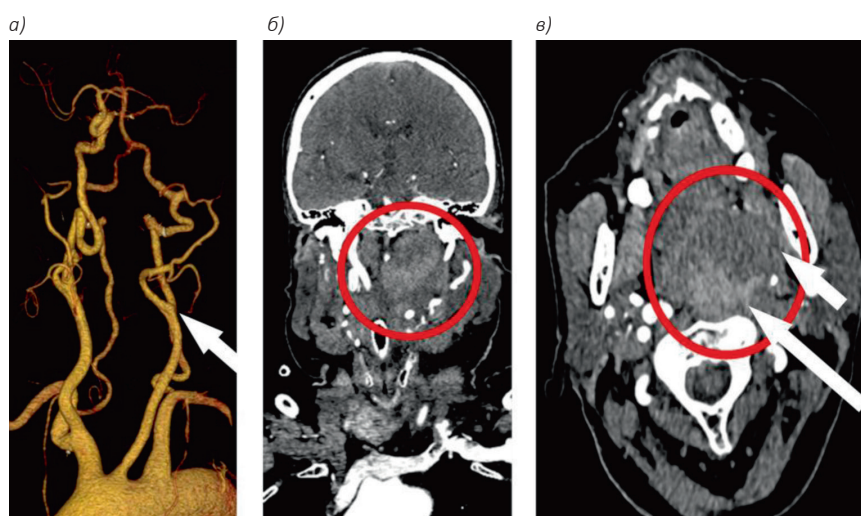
КТ-ангиография головы и шеи, артериальная фаза. Визуализируется обрыв («пенек») левой ВСА в области ее устья (а); аневризматический мешок располагается в глубоких мягких тканях шеи, в артериальную фазу не контрастируется (б, в), заполнен тромботическими массами (маленькая стрелка) и остаточным после операции контрастным веществом (большая стрелка)
